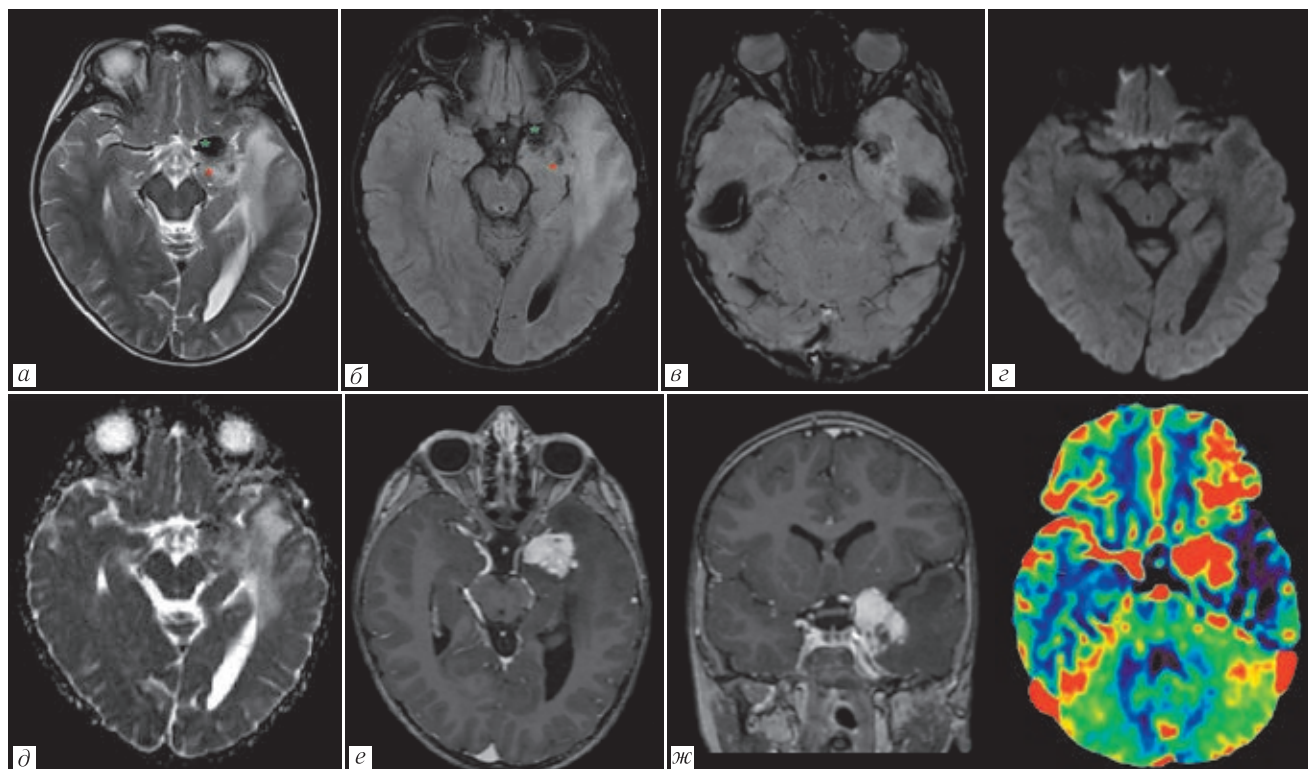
МРТ головного мозга у пациента с солитарной фиброзной опухолью в левой параселлярной области: а, б — T2-ВИ и FLAIR; в — SWI; г, д — DWI, ADC; е — T1-ВИ с контрастированием; ж — DSC-перфузия. В левой параселлярной области экстрамозговое образование, интенсивно и достаточно однородно накапливающее контрастный препарат, имеющее связь с твердой мозговой оболочкой, окруженное перифокальным отеком. T2-ВИ и FLAIR демонстрируют смешанную интенсивность сигнала, гипоинтенсивный (зеленая звездочка) и гиперинтенсивный (красная звездочка). Импульсные последовательности SWI и объемный кровоток отражают наличие богатой васкуляризации и кровоснабжения в опухоли
